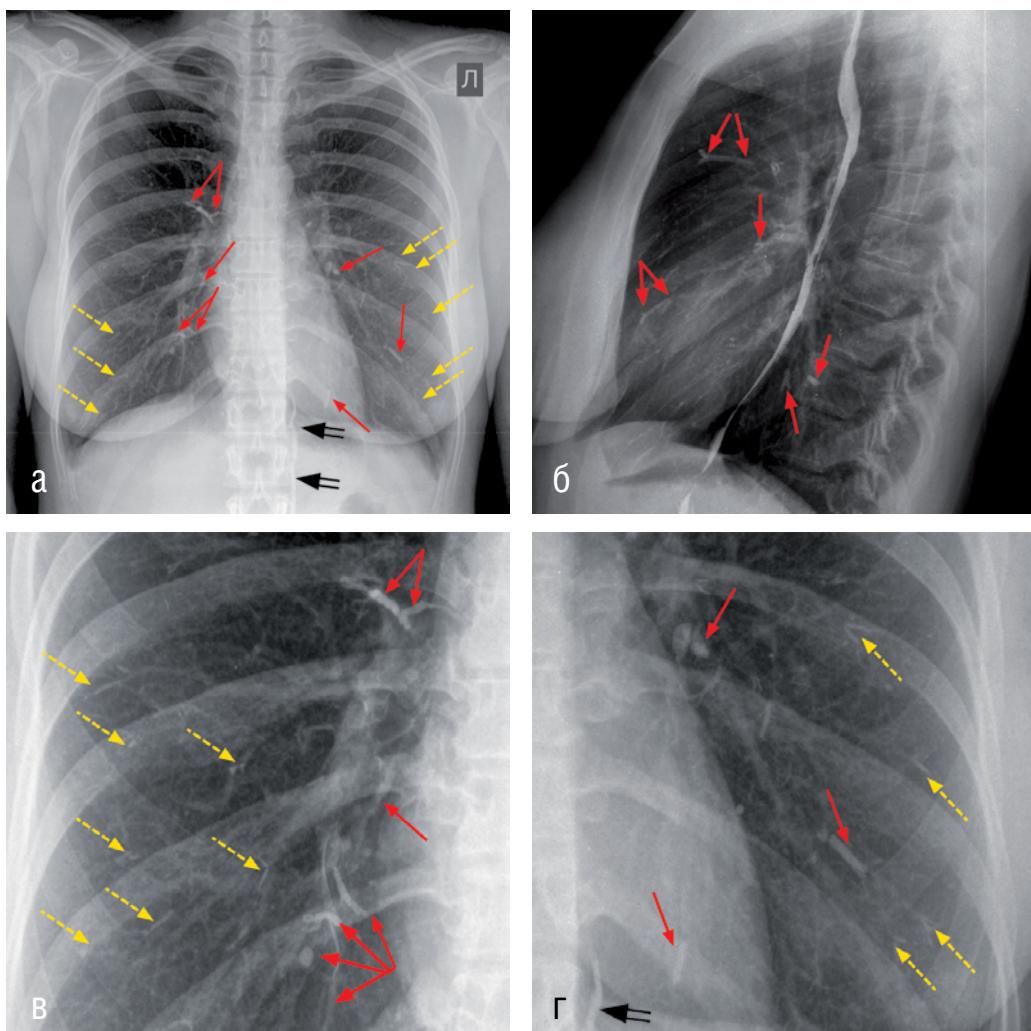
Рентгенограммы пациентки П.: а – заднепередняя, б – левая боковая (с контрастированием пищевода) проекции, в, г – фрагменты рентгенограмм в прямой проекции. Линейные и трубчатые структуры высокой плотности, повторяющие ход и форму ЛА. Депозиты костного цемента в прикорневых зонах – в сегментарных и субсегментарных ветвях ЛА (сплошные стрелки); в периферических отделах – в мелких ЛА (пунктирные стрелки); в проекции восходящей поясничной вены (открытая стрелка)
